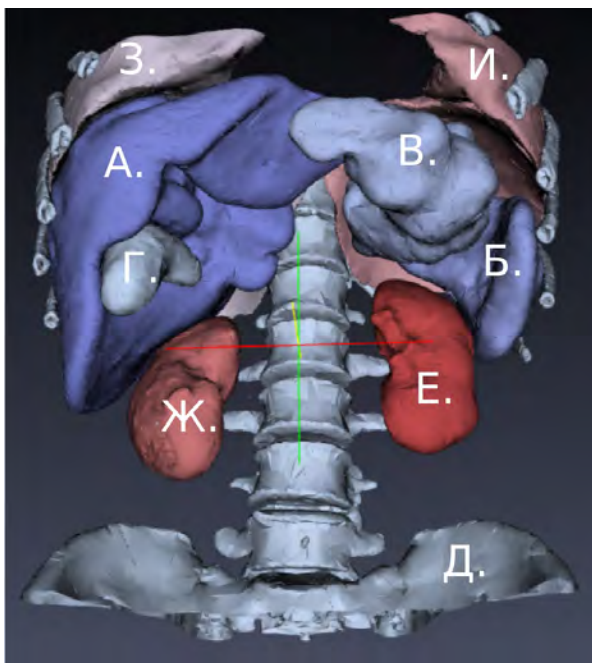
Воксельная модель органов, построенная с использованием метода текстурного анализа: А — печень, Б — селезёнка, В — желудок, Г — желчный пузырь, Д — кости, Ж,Е — правая и левая почки, З,И — правое и левое лёгкое (источник КТ-изображения — Сеченовский университет)
